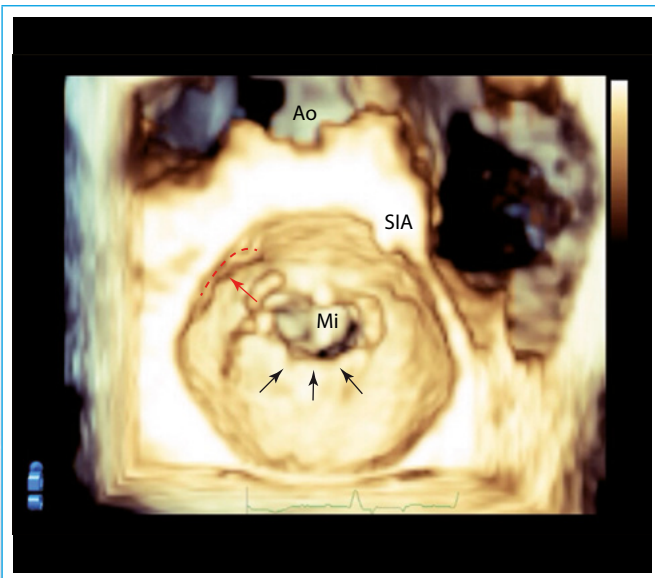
Ecocardiografía transesofágica tridimensional, zoom 3D del anillo mitral desde la perspectiva auricular. La línea roja punteada muestra la sutura del cierre de la orejuela izquierda. Las flecha blanca marca el engrosamiento el anillo mitral posterior (AO: válvula aórtica; MI: válvula mitral; SIA: septo interauricular)
